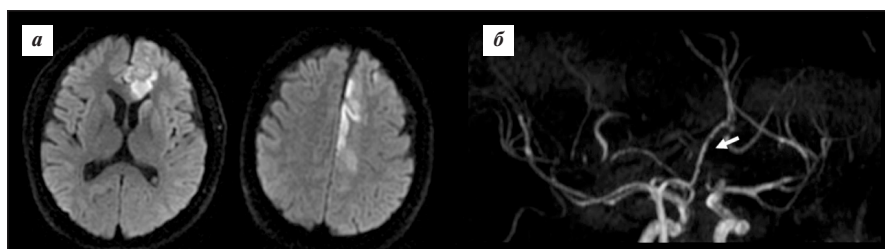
Диффузионно-взвешенные изображения, полученные при МРТ головного мозга (а), и МР-ангиограмма (б) пациента М.
